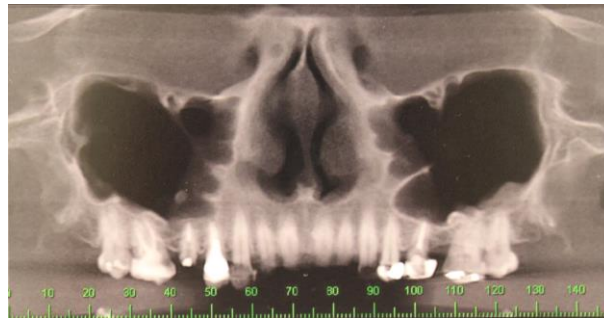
Tomografia Computadorizada panorâmica, com escala, do pré-operatório do caso 2;
